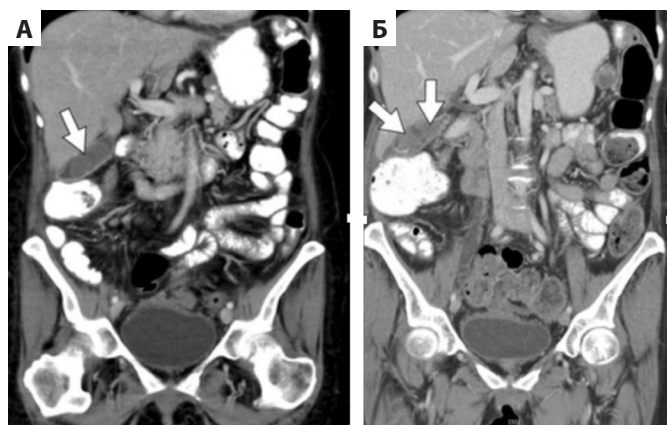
60-летняя женщина с рецидивирующим раком яичников проходит курс химиотерапии несколькими препаратами, в том числе гемцитабином. На КТ с контрастным усилением в коронарной проекции после химиотерапии видно, что в просвете желчного пузыря образовался сгусток (указан стрелкой) (А). Повторная КТ с контрастным усилением в коронарной проекции через 6 месяцев показывает увеличение сгустка (указан стрелками) и умеренное утолщение стенок желчного пузыря, что свидетельствует о билиарном стазе (Б) [7]
